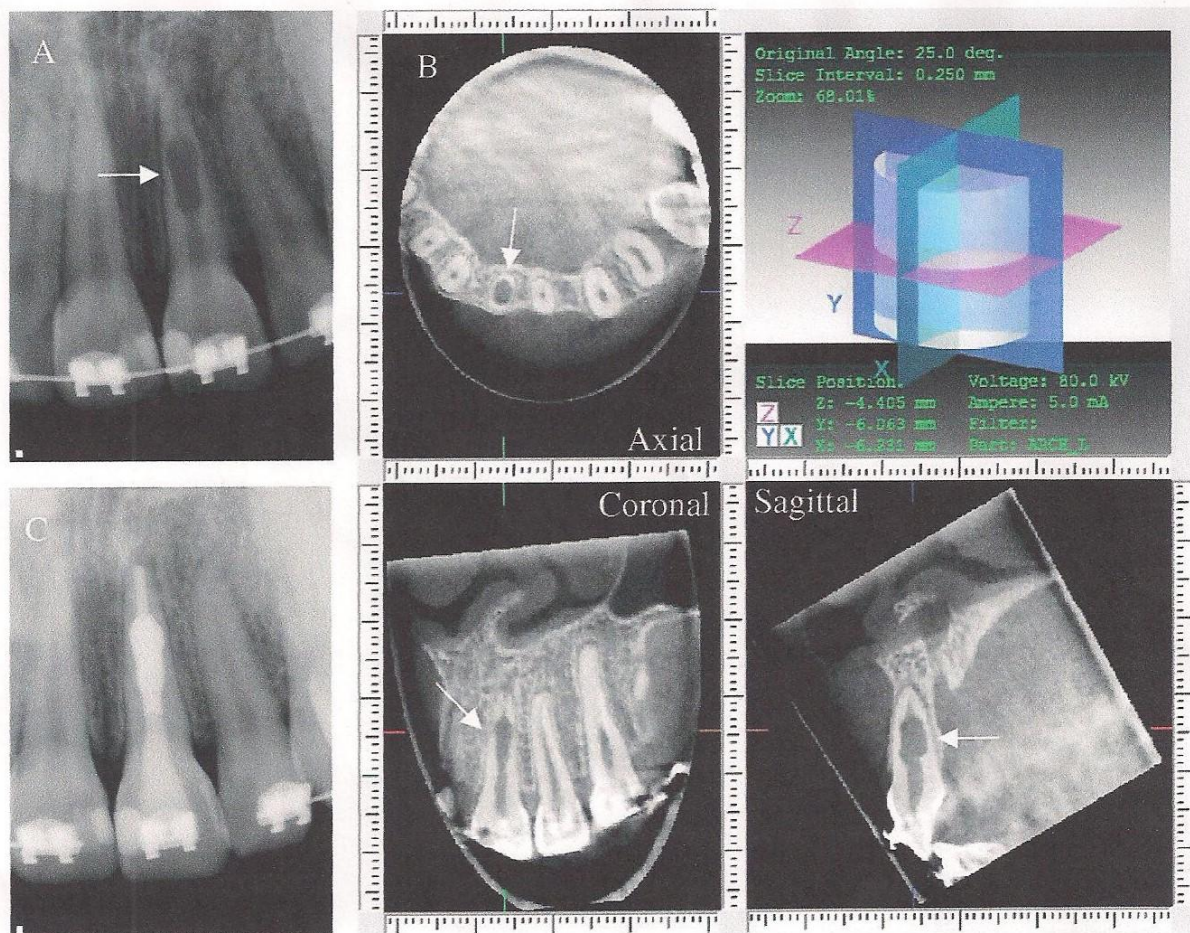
(A) Visualisation d'une résorption interne sur une radiographie rétro alvéolaire sur la dent 21. (B) Observation de l'étendue de la lésion en coupe axiale, sagittale et frontale à l'aide du CBCT. (C) Radiographie post opératoire de la dent 21 après traitement canalaire et obturation à la gutta percha et au MTA (D'après Taylor P. Cotton and al)
